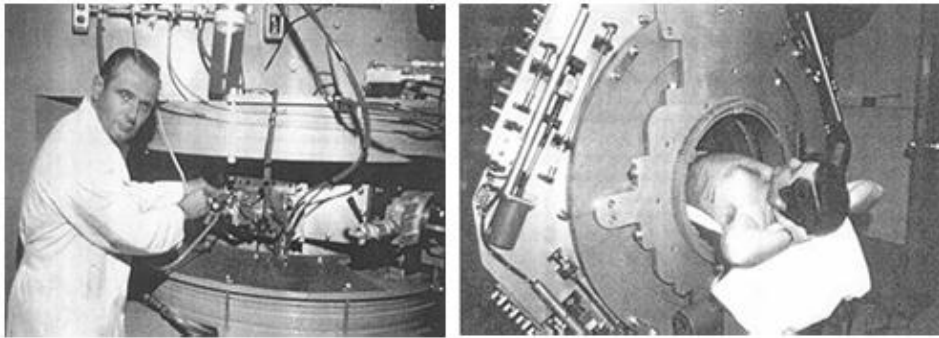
4. Preparação para exame com o primeiro PET Scanner (1975) (IAEA *training material*, 2011)
